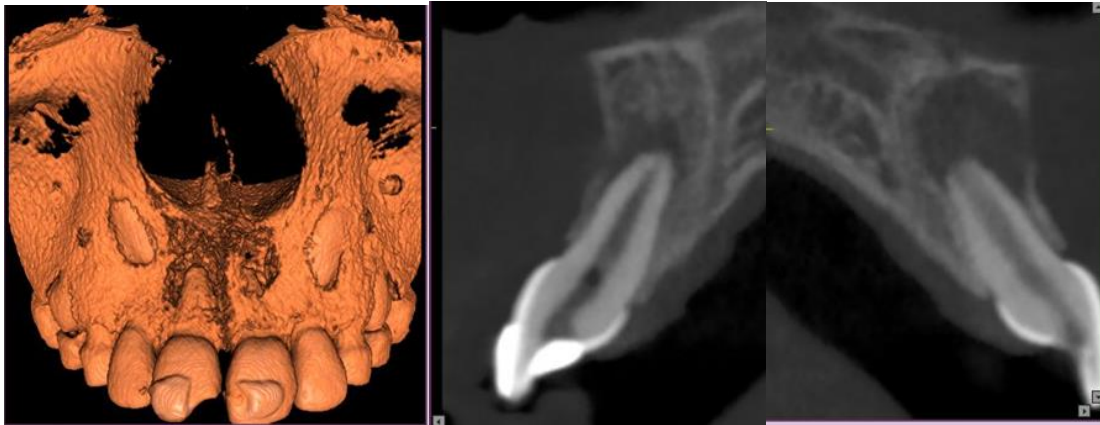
Tomografía axial computarizada. A. Reconstrucción en 3D (hueso). B. Corte sagital: muestra imagen hip densa en región apical de ambos incisivos, con adelgazamiento y pérdida de continuidad de la cortical vestibular, y formación de hueso reactivo en la pared palatina y techo de la cavidad patológica.
